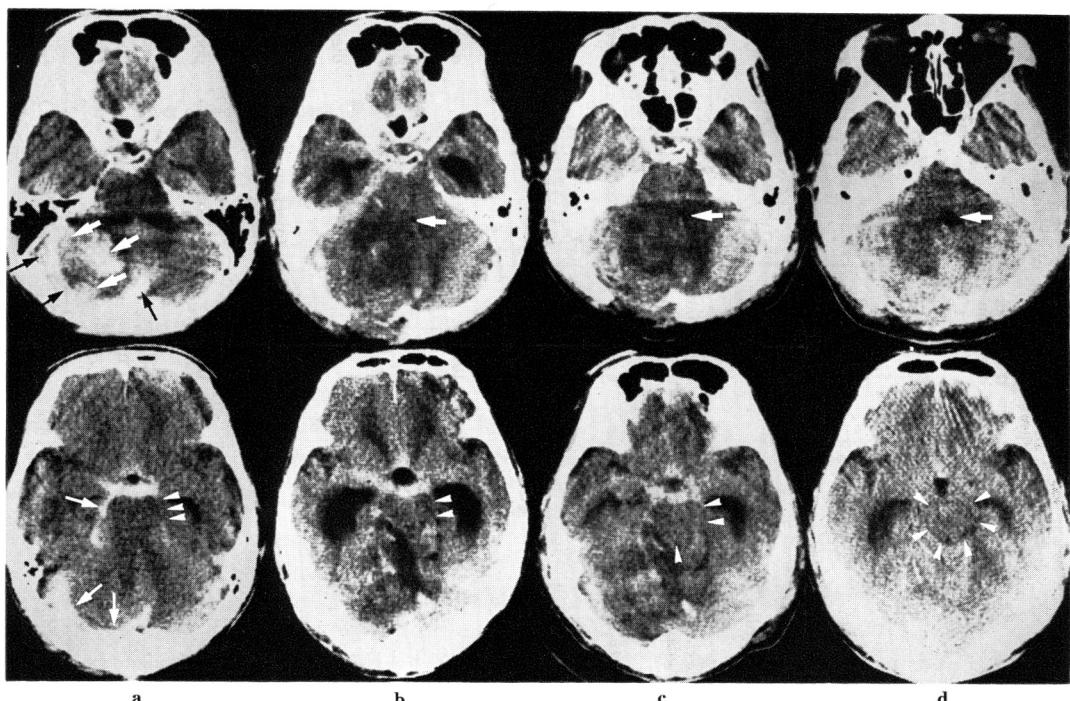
Follow-up computed tomography (CT); Preoperative CT (a) shows the left intracerebellar hematoma with contusions (arrows). Epidural, subdural and subarachnoidal hematomas (small arrows) are also demonstrated. Note the remarkable midline shift, compressed IVth ventricle and the right ambient cistern (arrowheads). Postoperative CT on the 1st day (b) reveals slight decrease of the midline shift. The IVth ventricle appears (arrow). The right ambient and quadrigeminal cisterns (arrowheads) are still disappeared. Postoperative CT on the 4th day (c) demonstrates the IVth ventricle more clearly (arrow). Note the right ambient and quadrigeminal cisterns come to appear (arrowheads). Postoperative CT on the 9th day (d) shows the decrease of the midline shift. The IVth ventricle are visualized clearly (arrow). Note the cisterns around the brain stem such as the ambient, quadrigeminal cisterns can be identified definitely (arrowheads).
